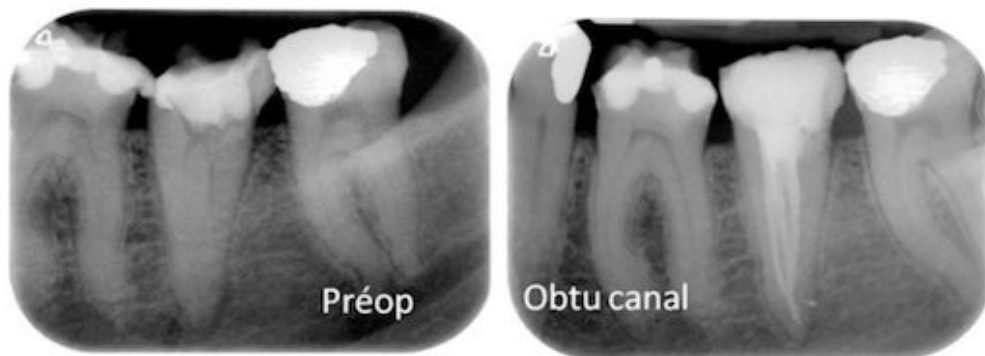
radiographies préopératoire et post opératoire d'une deuxième molaire mandibulaire avec un canal en "C"
